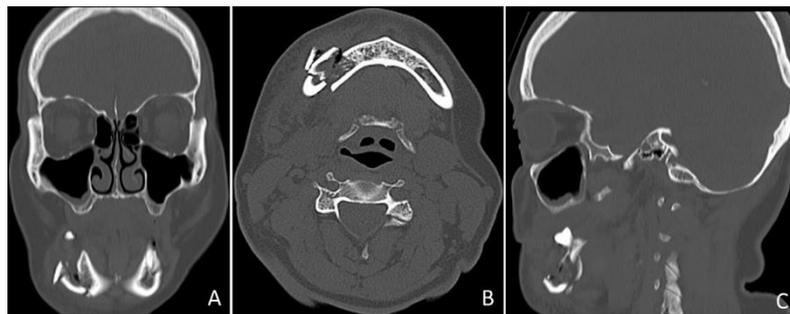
(A) Corte coronal, (B) Corte axial e (C) corte sagital da tomografia computadorizada demonstrando a presença de fratura cominuta de corpo mandibular direito.
